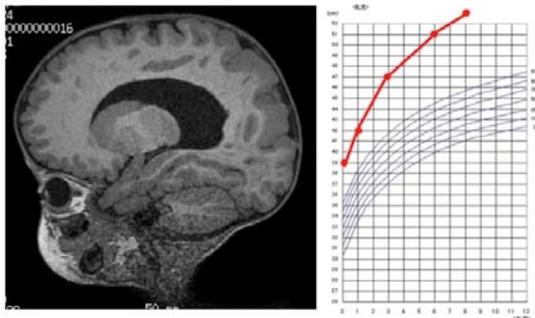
遺伝性巨脳症のMRI所見と頭囲の経過。本児で頭囲は+6SDにおよび著しい進行性巨脳症が示されている。本研究においてAKT3に突然変異が同定された。
